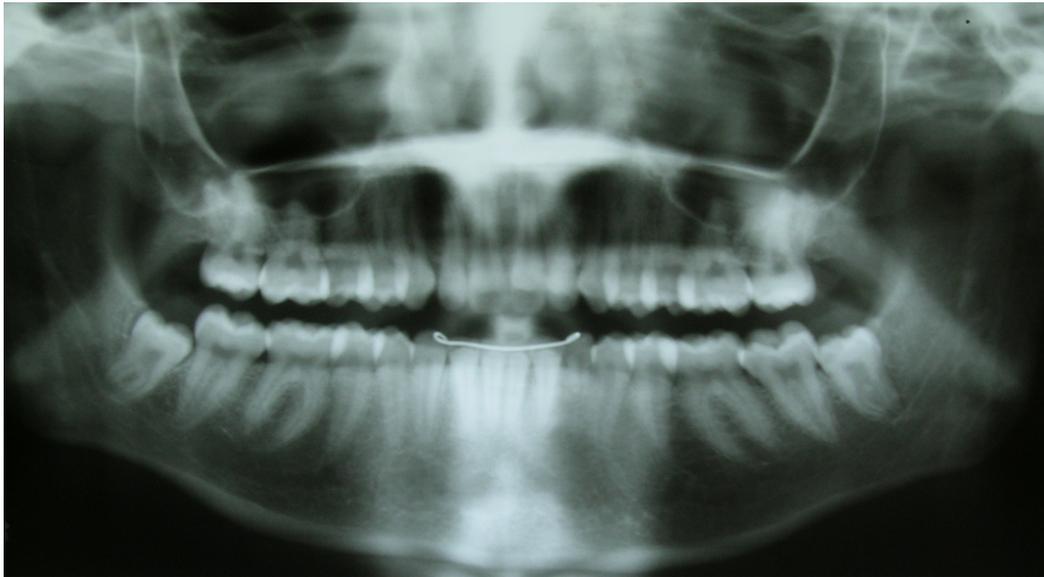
Ortopantomografía de control a los 9 meses de la extracción, observamos la correcta cicatrización ósea del alveolo.
